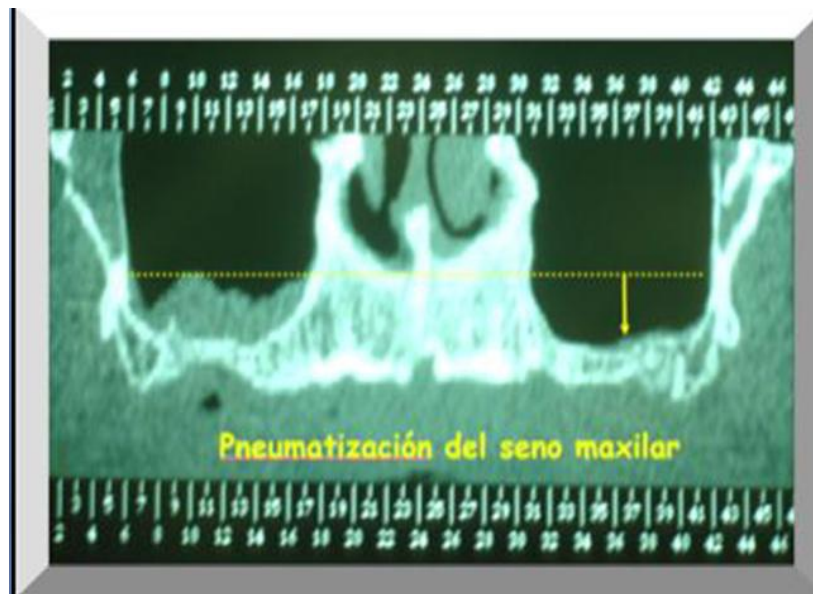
TAC de maxilar superior: importante reabsorción del maxilar superior, pneumatización de ambos senos maxilares y acúmulo de secreciones en seno maxilar derecho
